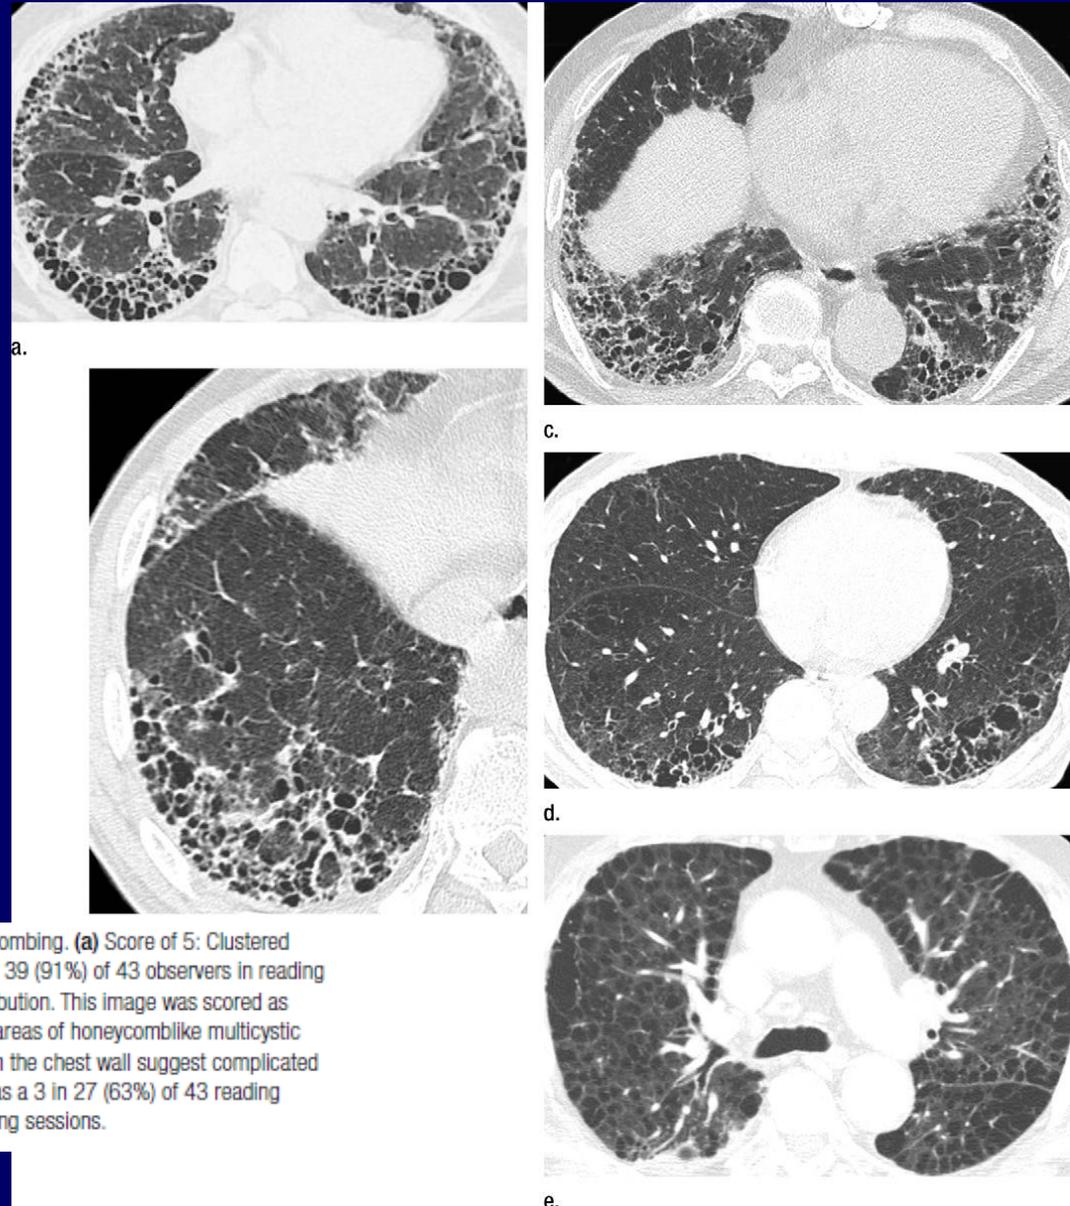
Thin-section CT images of representative reference standard cases of honeycombing. (a) Score of 5: Clustered cysts with relatively thick walls in the subpleural regions. This image was scored as a 5 by 39 (91%) of 43 observers in reading sessions. (b) Score of 4: Clustered cysts in both subpleural and peribronchovascular distribution. This image was scored as a 4 in 25 (58%) of 43 reading sessions. (c) Score of 3: Traction bronchiectasis and small areas of honeycombing multicystic space in bilateral subpleural regions. (d) Score of 2: Clustered thin-walled cysts apart from the chest wall suggest complicated emphysema, but CT images in the upper lungs were unavailable. This image was scored as a 3 in 27 (63%) of 43 reading sessions. (e) Score of 1: This image was scored as a 1 by 41 (95%) 43 observers in reading sessions.
